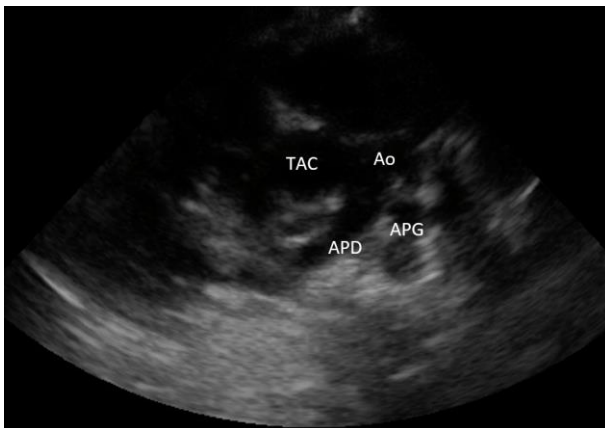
Image échographique transthoracique, incidence parasternale petit axe montrant un TAC de type 1. TAC : tronc artériel commun, Ao :aorte, APD :artère pulmonaire droite, APG : artère pulmonaire gauche
